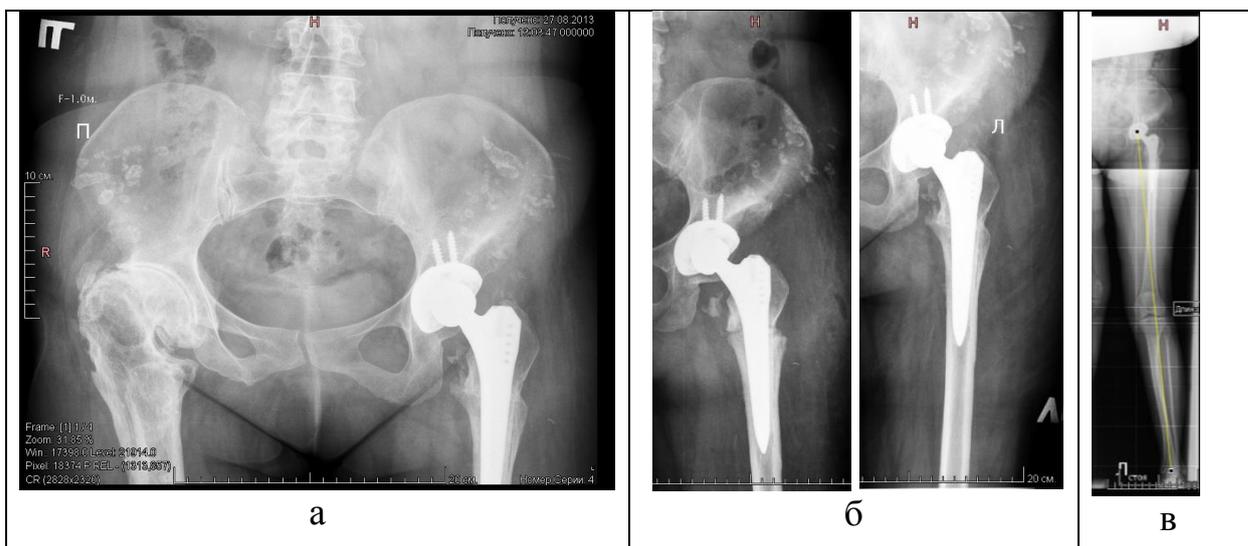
Рентгенограммы таза, левого тазобедренного сустава и биомеханической оси нижней конечности больной Т., 54 года, через 8 месяцев после реконструктивного эндопротезирования с подвертельной корригирующей остеотомией левого бедра. Полная консолидация фрагментов бедренной кости, биомеханическая ось правильная.
